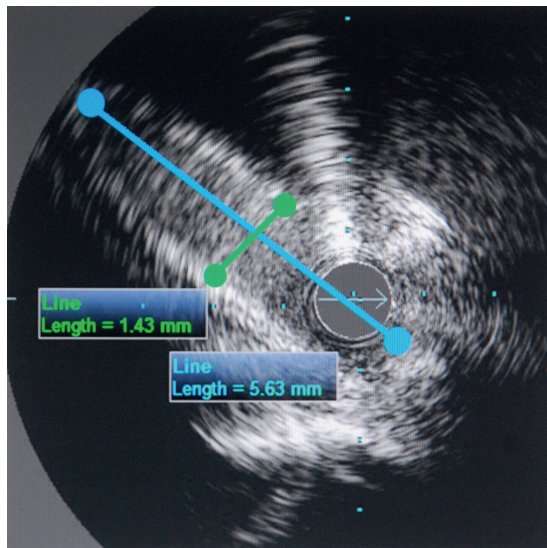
Image échographique endocoronaire d'une connexion coronaire droite dans le sinus gauche associée à un passage intramural aortique. Grand axe anormalement grand et petit axe anormalement petit.
